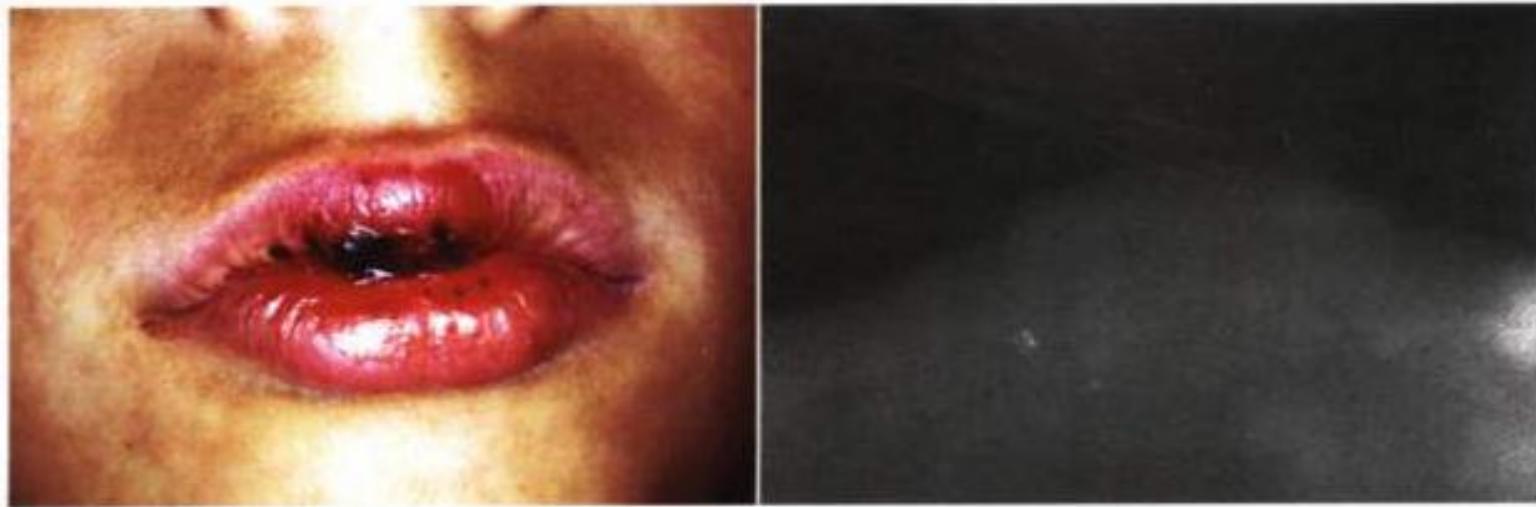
Radiograph of soft-tissue laceration of the lip shows debris is present in the wound.
